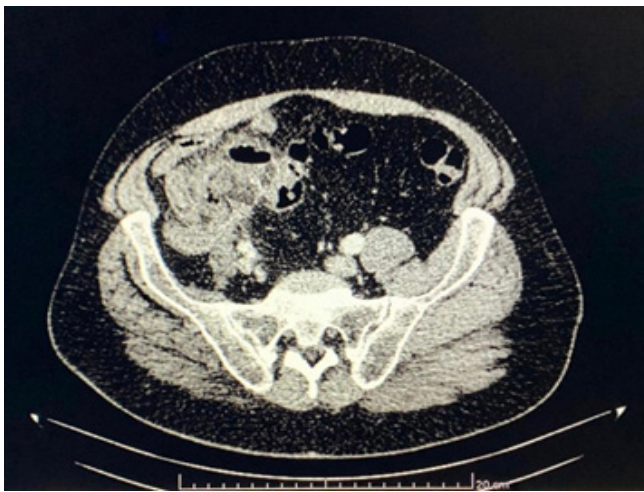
Tomografía computada de paciente con sospecha intra operatoria de cáncer de colon. La sospecha fue confirmada por AP.
